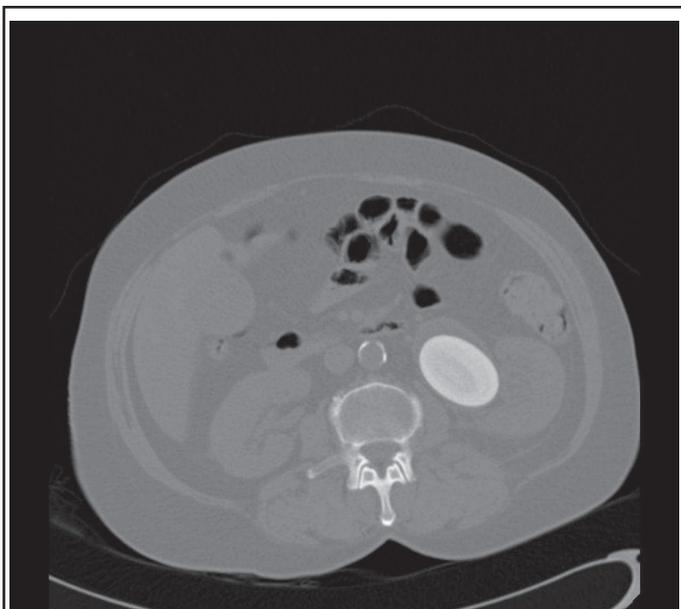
CT-scan des voies urinaires mettant en évidence la présence d'une macro-lithiase de 5 cm de diamètre, de forme ovoïde, au niveau du bassinnet gauche.
